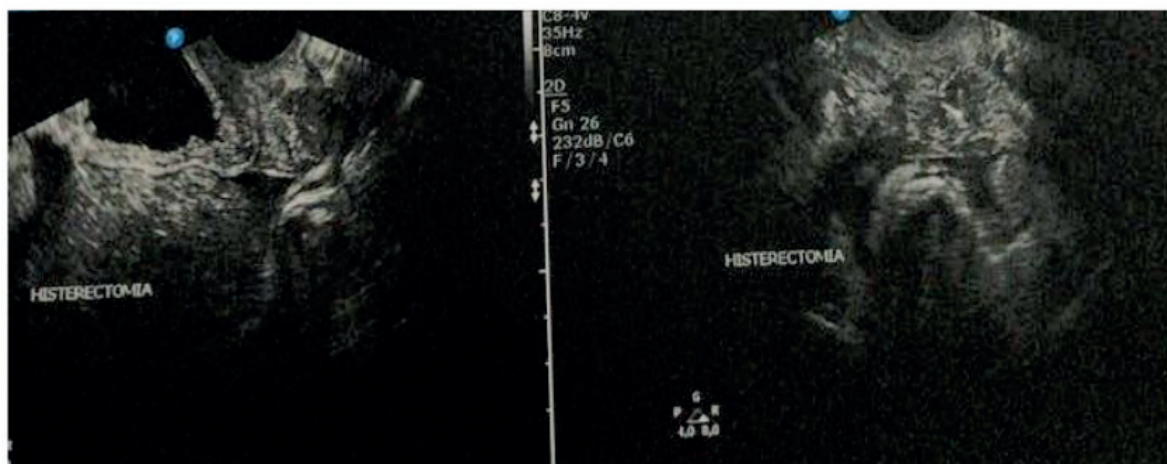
Ultrasonografia pélvica transvaginal realizada em 2015
